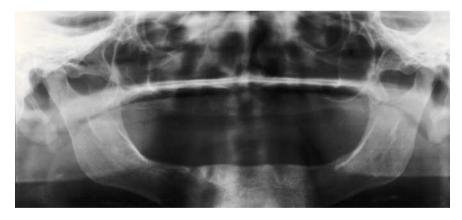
Radiografía del caso 8.
